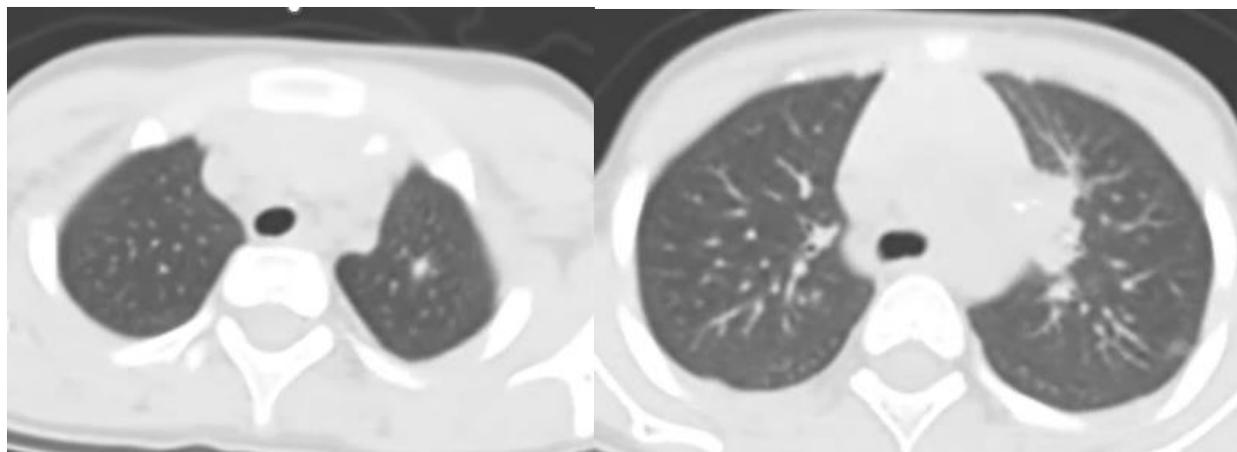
Компьютерная томограмма органов грудной клетки ребенка Р., 4-х лет (в начале лечения): очаг в S<sub>1-2</sub> левого легкого, увеличенные ВГЛУ бронхопульмональной группы слева с участками кальцинации
